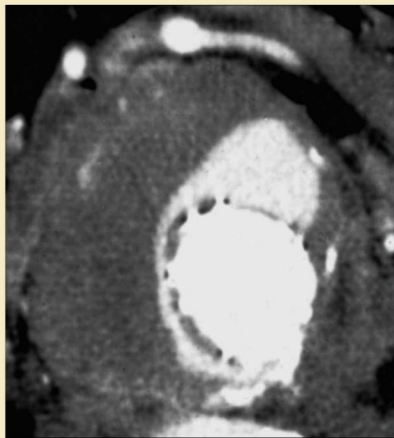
Endofugas. Las angiografías por TC dinámica con contraste demuestran presencia de contraste en el saco aneurismático en cualquier punto entre la pared del aneurisma y la endoprótesis cubierta. Puede ser anterior a la endoprótesis cubierta desde una angiografía mesentérica inferior.
